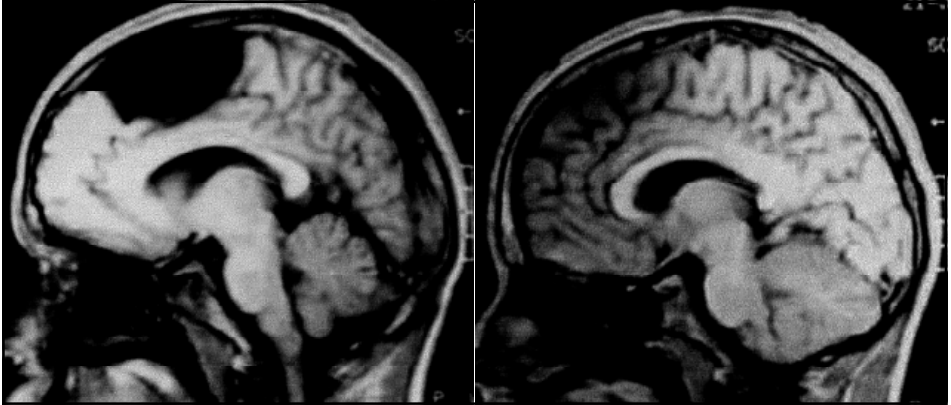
Caso 4. A: TC pré operatória. B: TC pós operatória.
